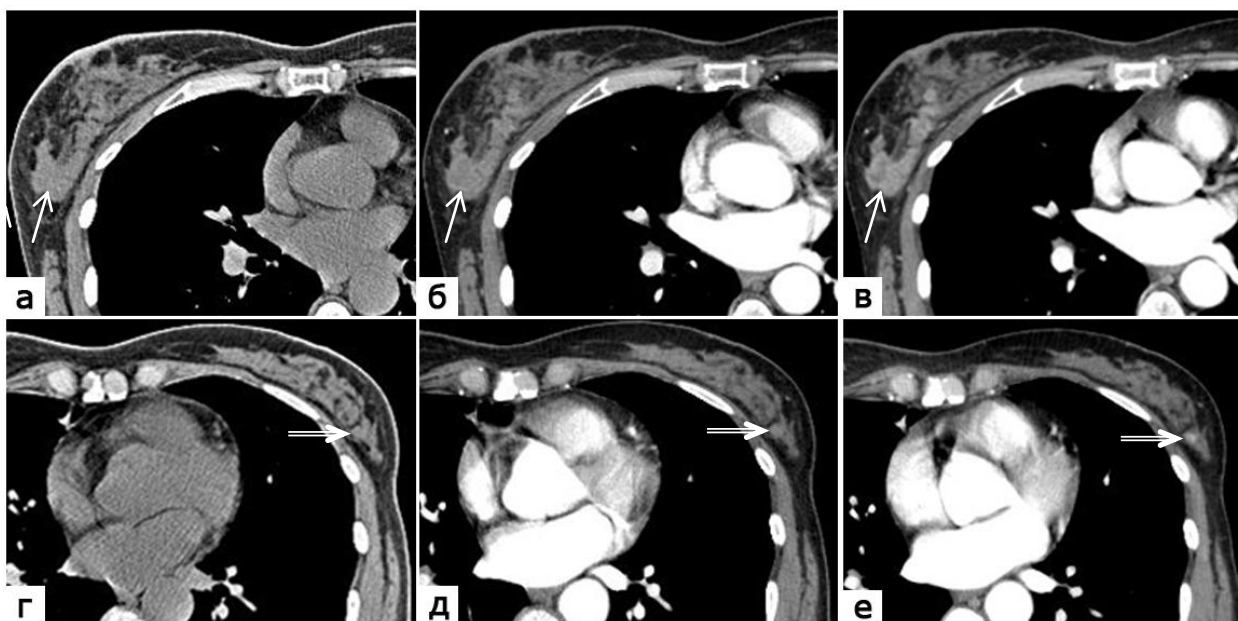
МСКТ груди. Синхронный рак правой молочной железы cT3N1M0 (стрелка) и рак левой молочной железы cT1N0M0 (двойная стрелка). Нативная (а, г), артериальная (б, д), венозно-артериальная (в) фазы
